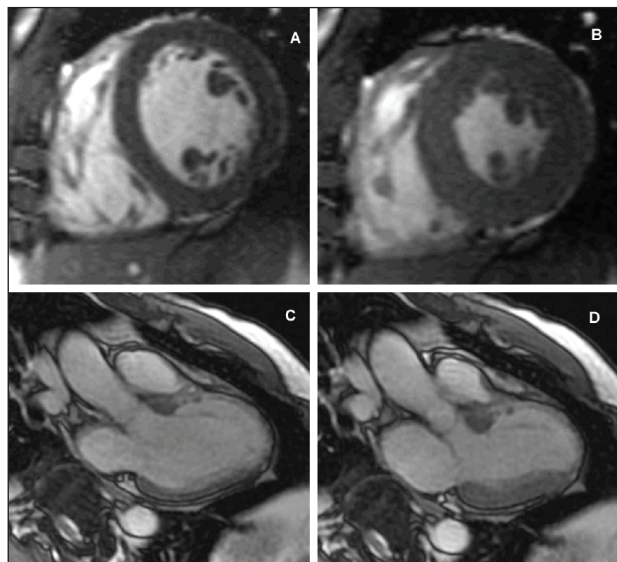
A análise da função ventricular esquerda sempre foi um dos pontos fortes da ressonância magnética. Ela possibilita a visualização de diferentes partes do coração, em planos distintos, ao longo do ciclo cardíaco. Neste exemplo vemos imagens no eixo curto ao final de diástole (A) e de sístole (B) de um coração normal. Também podemos notar seqüências obtidas no eixo longo, duas câmaras, ao final de diástole (C) e de sístole (D) de paciente que apresentou infarto de parede anterior. Nestas últimas imagens pode-se evidenciar a presença de área discinética no ápice do ventrículo esquerdo.
